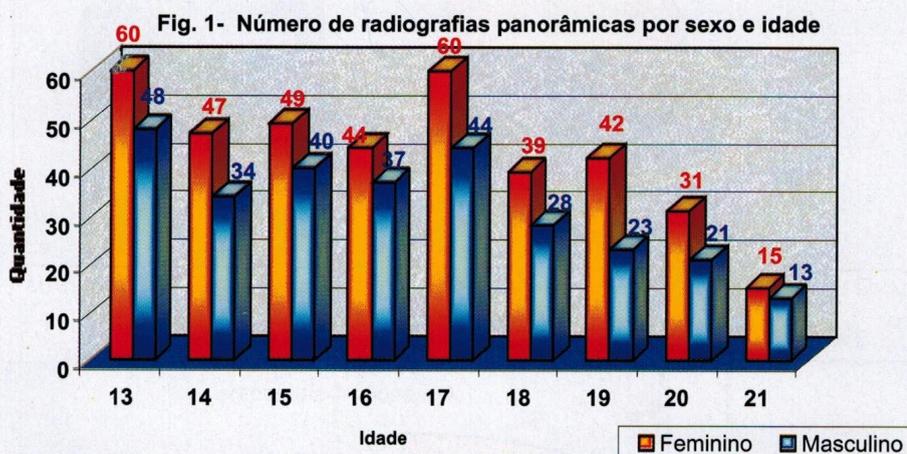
Número de radiografias panorâmicas por sexo e idade
